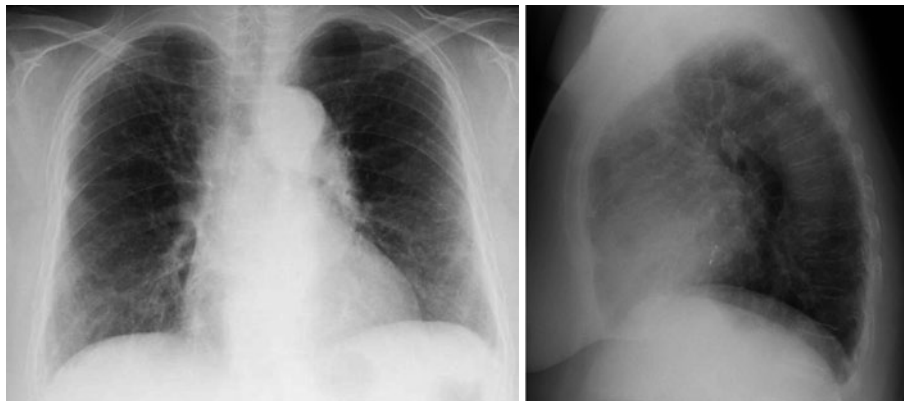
Chest X-ray film on admission showed reticular shadows in the bilateral lower lung field and kyphosis in the lateral view.
